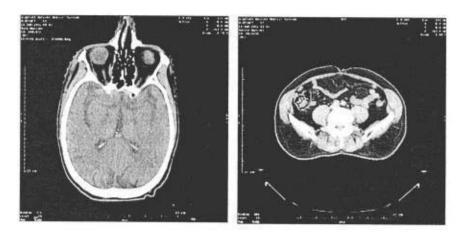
Imagens de tomografia computadorizada (cabeça e pélvis)
